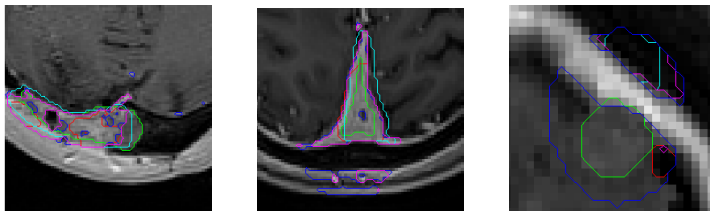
Résultats obtenus sur 3 tumeurs (M=100) : superposition des contours de la tumeur obtenus manuellement, automatiquement sans guider la segmentation, en guidant la segmentation par des informations de symétrie de la TEP et de symétrie de l'IRM (version sigmoïde et normalisée).
